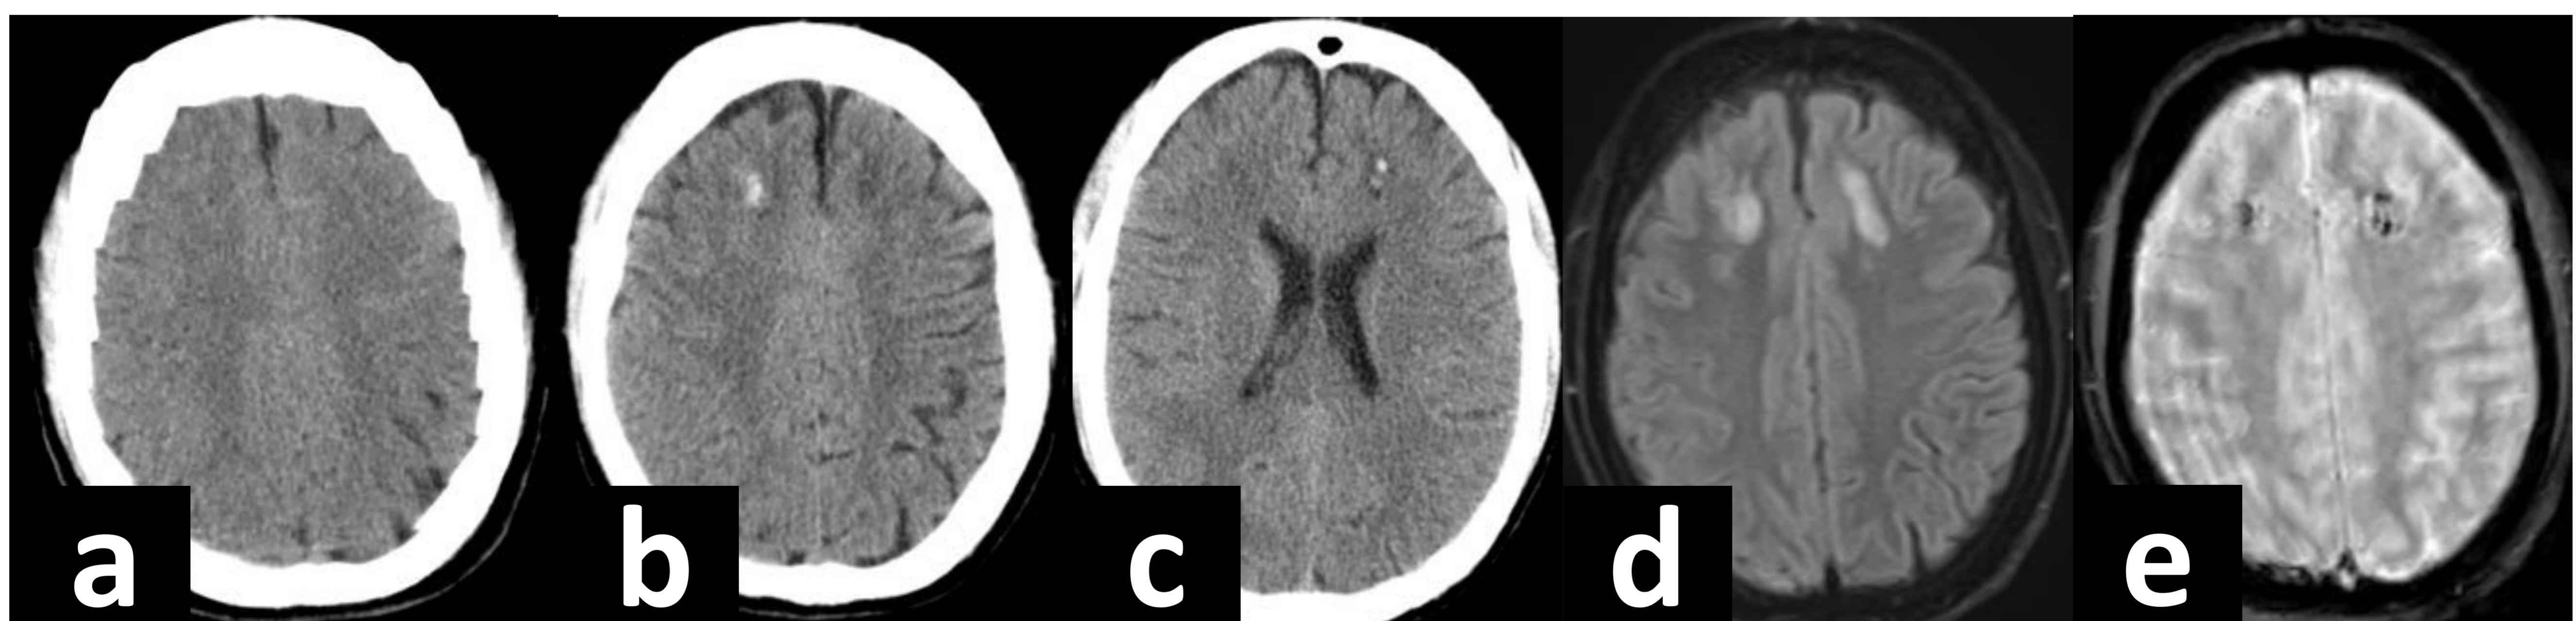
Varón de 23 años que tras accidente de moto no presentó alteraciones en el TC inicial (a). En el segundo TC de control (b y c) se identifican focos puntiformes (el mayor derecho de 7 mm) hiperdensos y con mínimo edema adyacente en la interfase sustancia gris-sustancia blanca.
